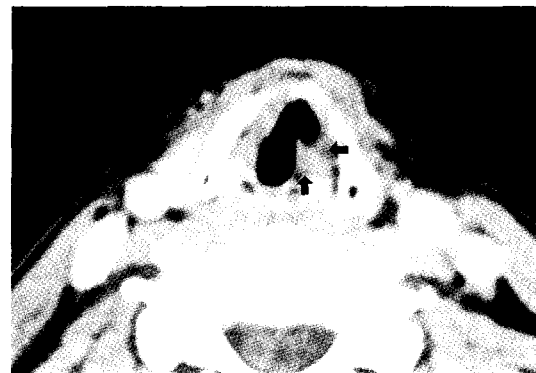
Axial CT scan of thyroid follicular carcinoma involving the larynx
